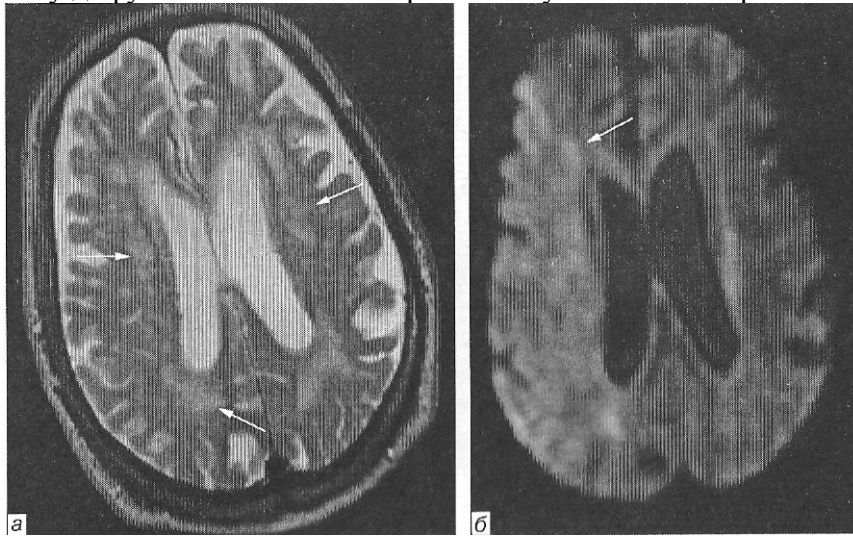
МРТ головного мозку хворого К., 90 років, через 10 год від початку захворювання. Аксіальна площина, зрізи на рівні тіл бокових шлуночків: *а* — T_2 -зважене зображення. Множинні осередки перенесених лакунарних інфарктів з обох боків (стрілки); *б* — дифузійно-зважене зображення. В правій півкулі головного мозку візуалізується неправильної форми великий гіперінтенсивний осередок інфаркту неоднорідної структури з чіткими контурами (стрілка)
